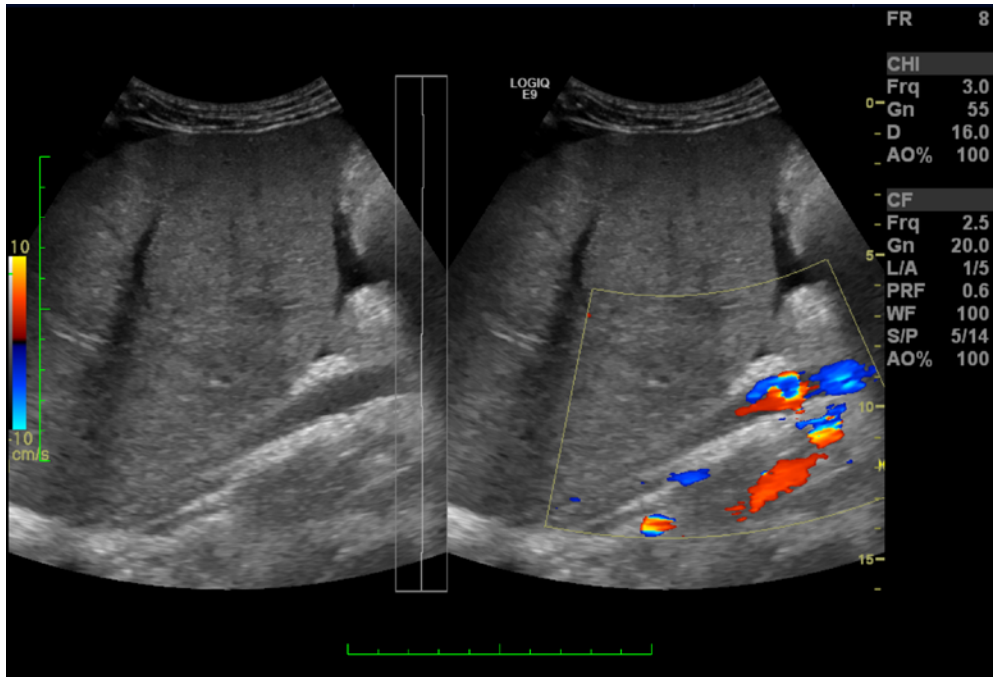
Doppler colorido da veia cava inferior
